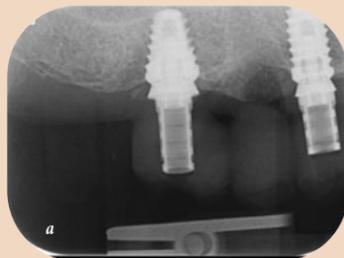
Чтобы проверить посадку временных реставраций с опорой на имплантаты, сделали периапикальные рентгенограммы
